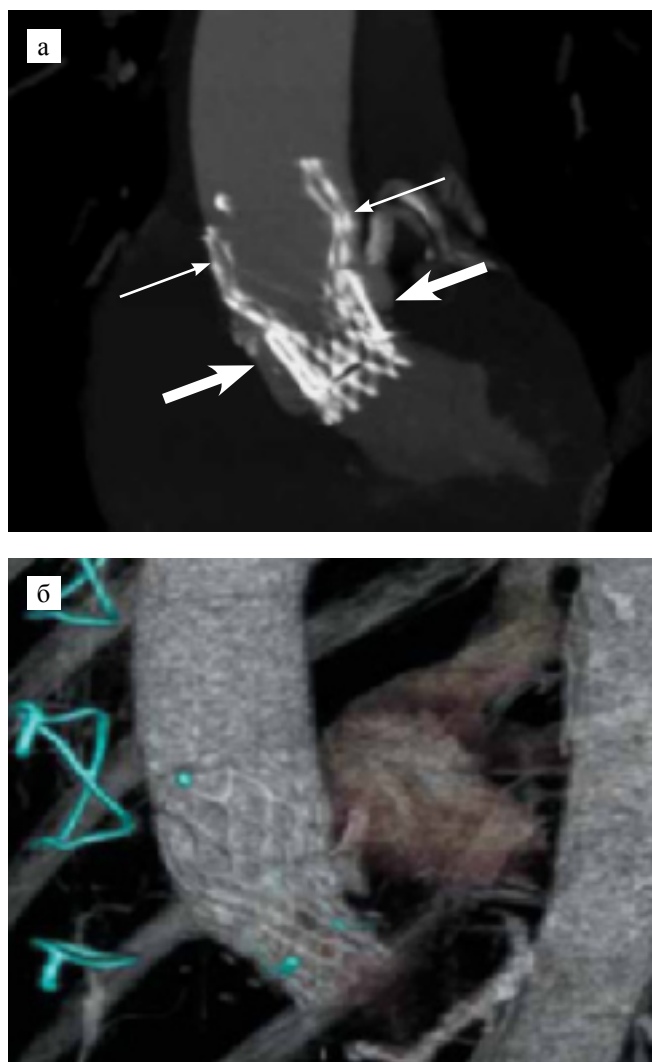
МСКТ сердца после транскатетерной имплантации биопротеза АК по методике «клапан в клапан»: а – коронарная плоскость, MIP проекция, каркас биопротеза Medtronic CoreValve Evolut R23 (тонкие стрелки) внутри биопротеза Carpentier Edwards 21 (толстые стрелки); б – 3D-реконструкция корня аорты с визуализацией обоих протезов
